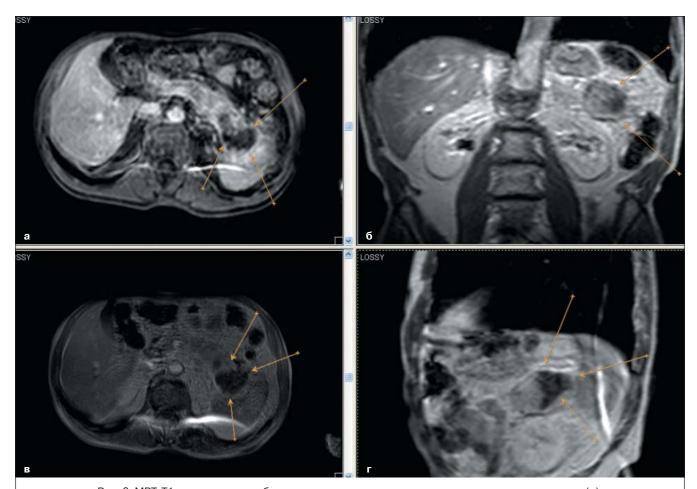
МРТ, Т1-взвешенные изображения с динамическим внутривенным контрастированием (а); постконтрастные томограммы в корональной (б), аксиальной (в) и сагиттальной (г) проекциях. Стрелками указано бъемное образование неоднородной структуры с наличием множественных перегородок, размерами 8,7×4,6×4,4 см.
